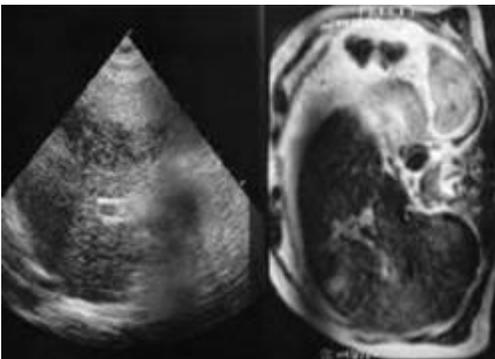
Ecografía y RM de un hepatoma en la parte anterior del hígado.
